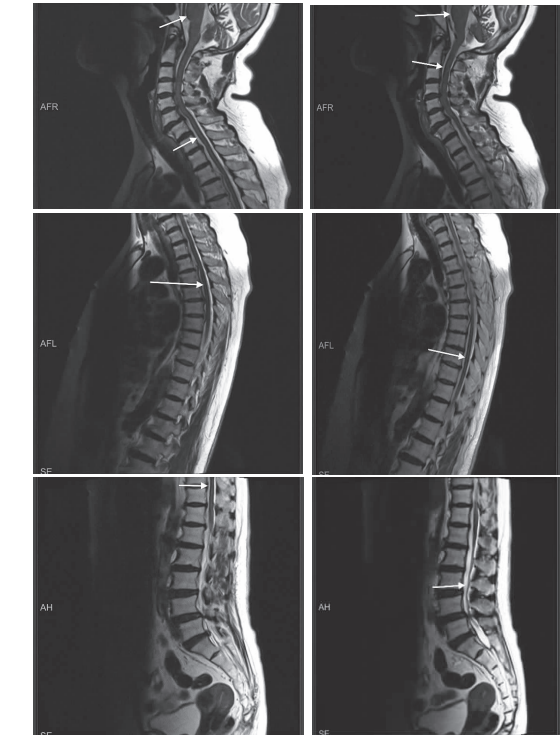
全脊柱 MRI T₂ WI 可见脑干、脊髓表面短 T₂ 信号;腰1-骶1 椎间盘信号减低,后突,压迫硬膜囊(如箭头所示)
